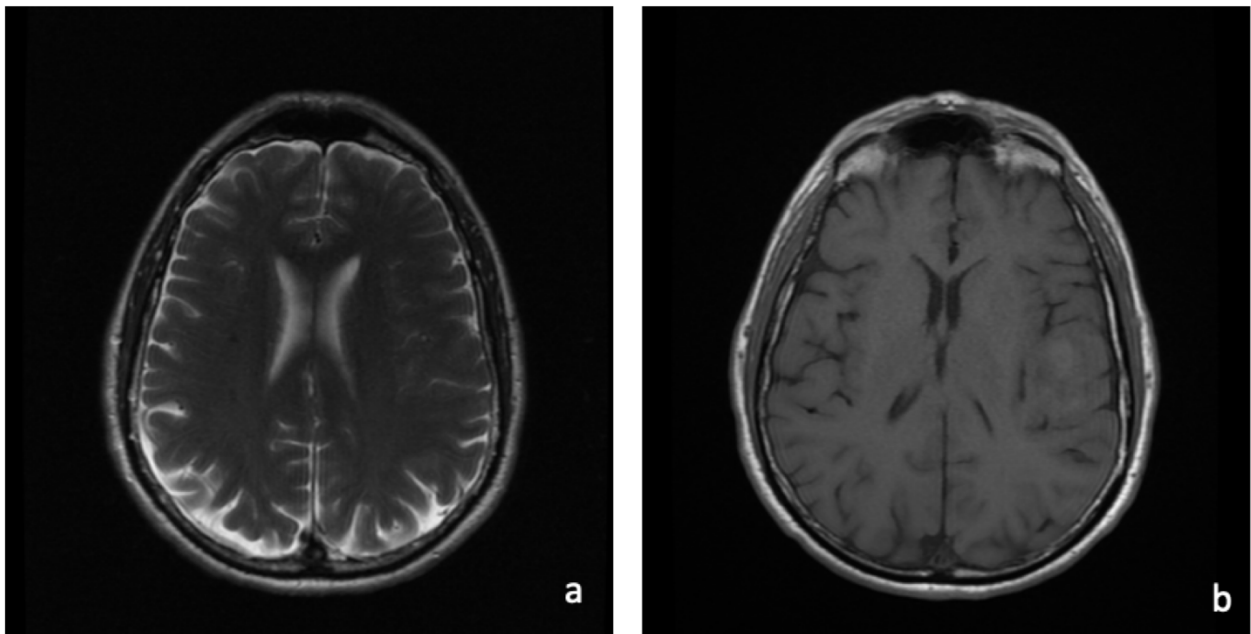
Ejemplos de secuencias de RM. a) Secuencia T2 Fast Spine Echo (FSE) axial cerebral. b) Secuencia T1 FSE axial cerebral
